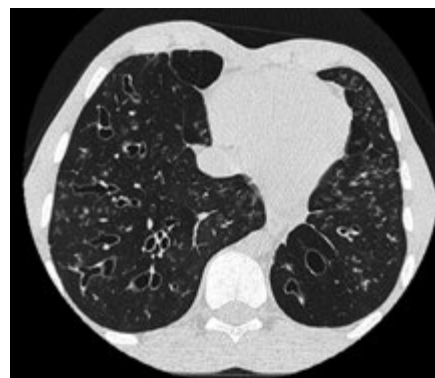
Компьютерная томограмма грудной клетки пациента М, 14 лет; прямая проекция.
